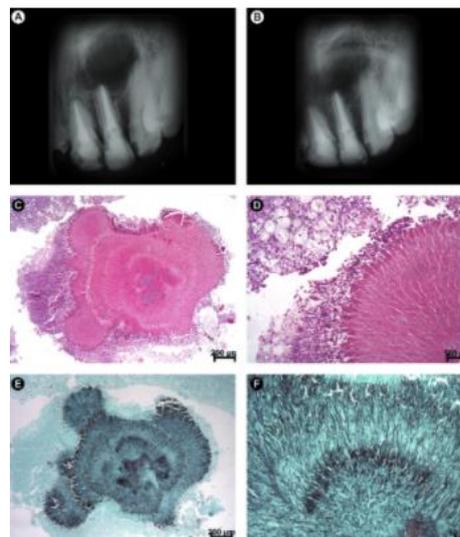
Caso de Actinomicosis periapical.
